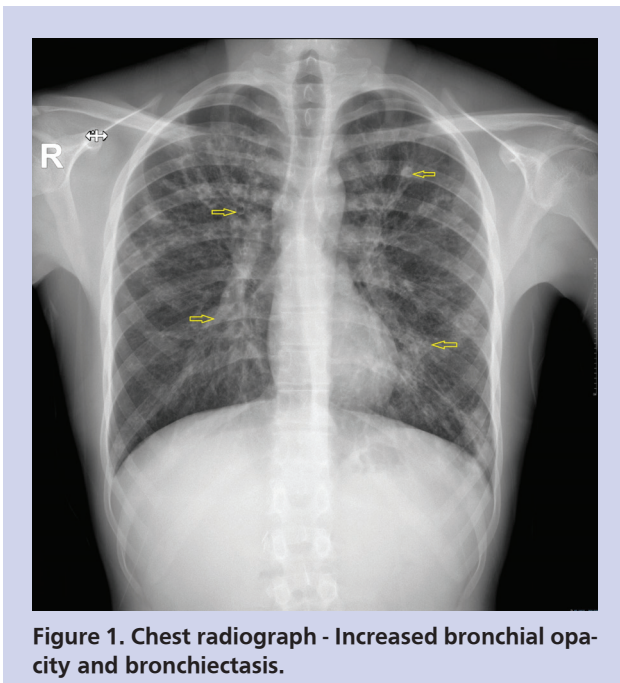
Chest radiograph - Increased bronchial opacity and bronchiectasis.
